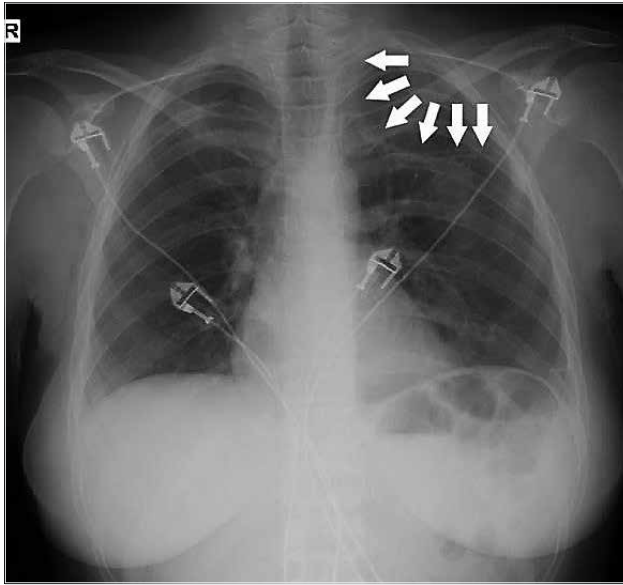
The patient's chest X-ray was obtained in the recovery room after surgery to verify the full expansion of the lung (Chest tube was indicated by white arrows)
